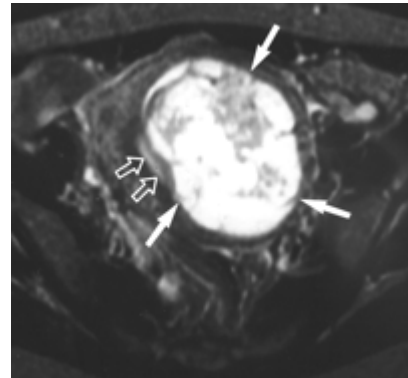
Coupe axiale d'IRM en T2. Masse relativement bien limitée hyperintense (SSE de bas grade). A gauche la paroi latérale utérine. La cavité endométriale n'est pas distendue
